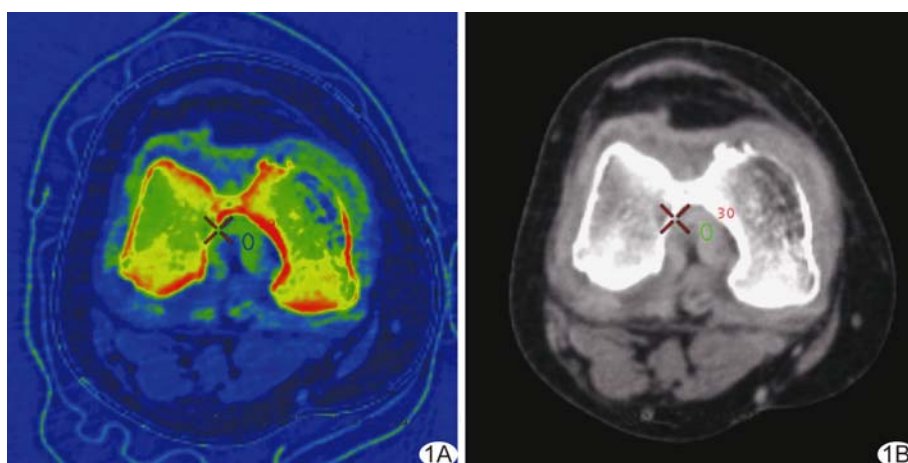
患者男, 23 岁, 血友病 A 型 A. 膝关节能谱 CT 铁(水)基图像, 物质对测量时 ROI 选择在膝关节 5 个分区的 SHD 最明显和均匀处; B. 65 keV 单能量图像, ROI 的 CT 值为 130.43 HU
